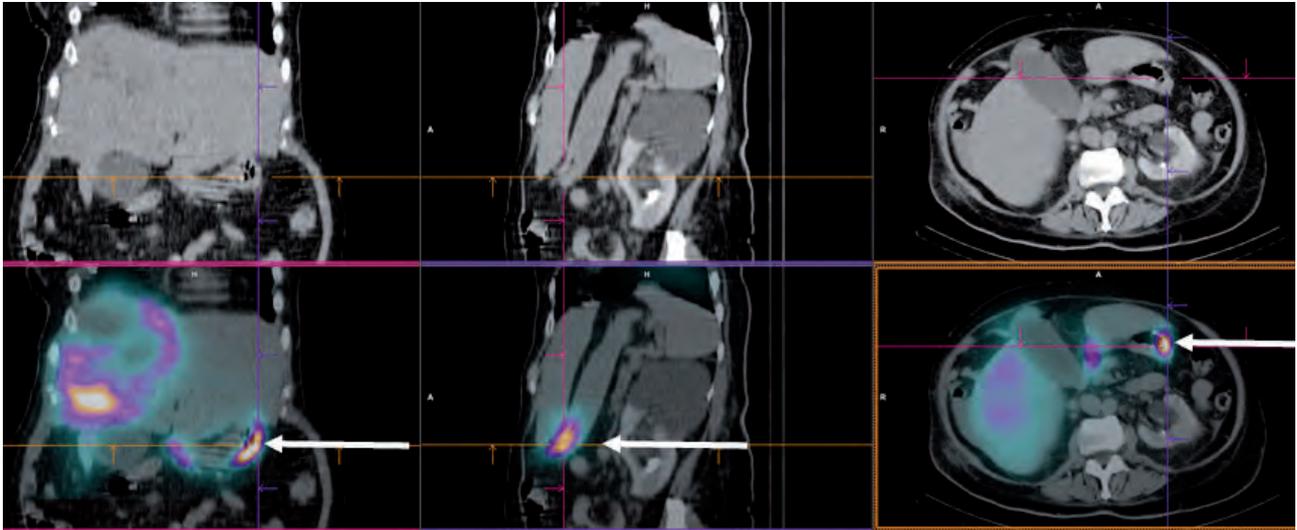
Imagen de ^{99m}Tc -MAA SPECT-TC donde se puede observar una captación en el duodeno (flecha blanca), que indica que existen fugas extrahepáticas y con ello se desestima el tratamiento de radioembolización.
